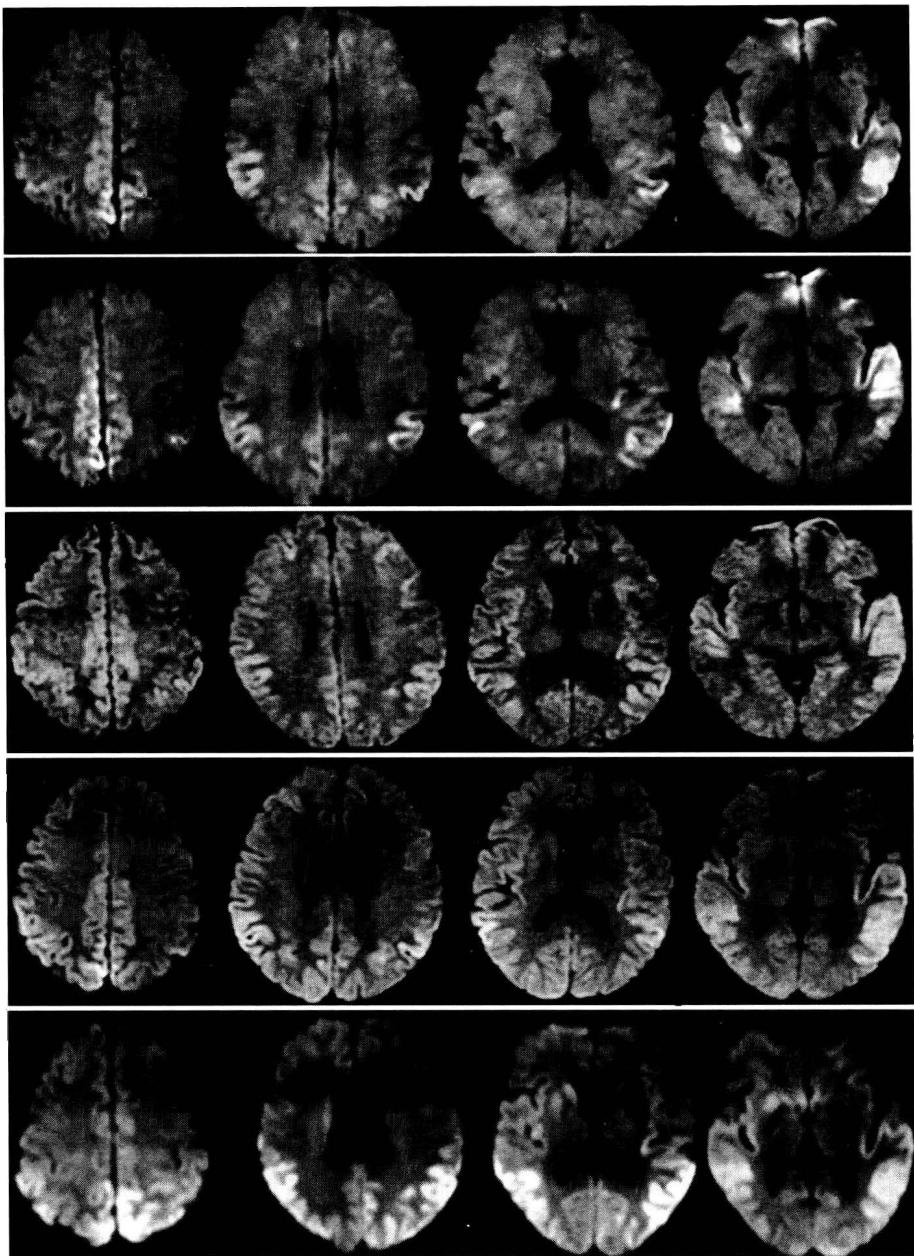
发病第 7、8、9、10、14 周头颅 MRI DWI
